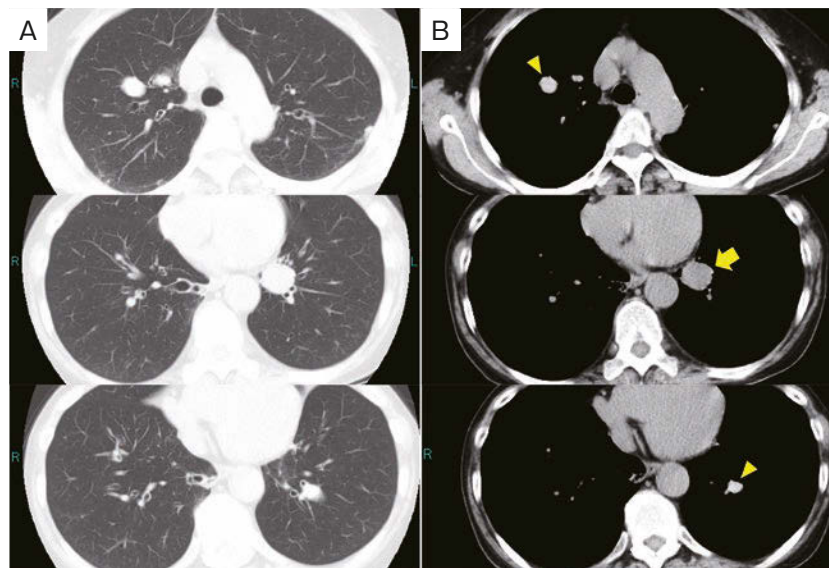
Computed tomography (CT). (A) Chest CT (pulmonary window setting) showed central bronchiectasis in both lungs. (B) Chest CT (mediastinal window setting) revealed multiple high attenuation mucoid impaction (yellow arrowheads) in both lungs and a nodular shadow (yellow arrow) in the lower lobe of the left lung.
